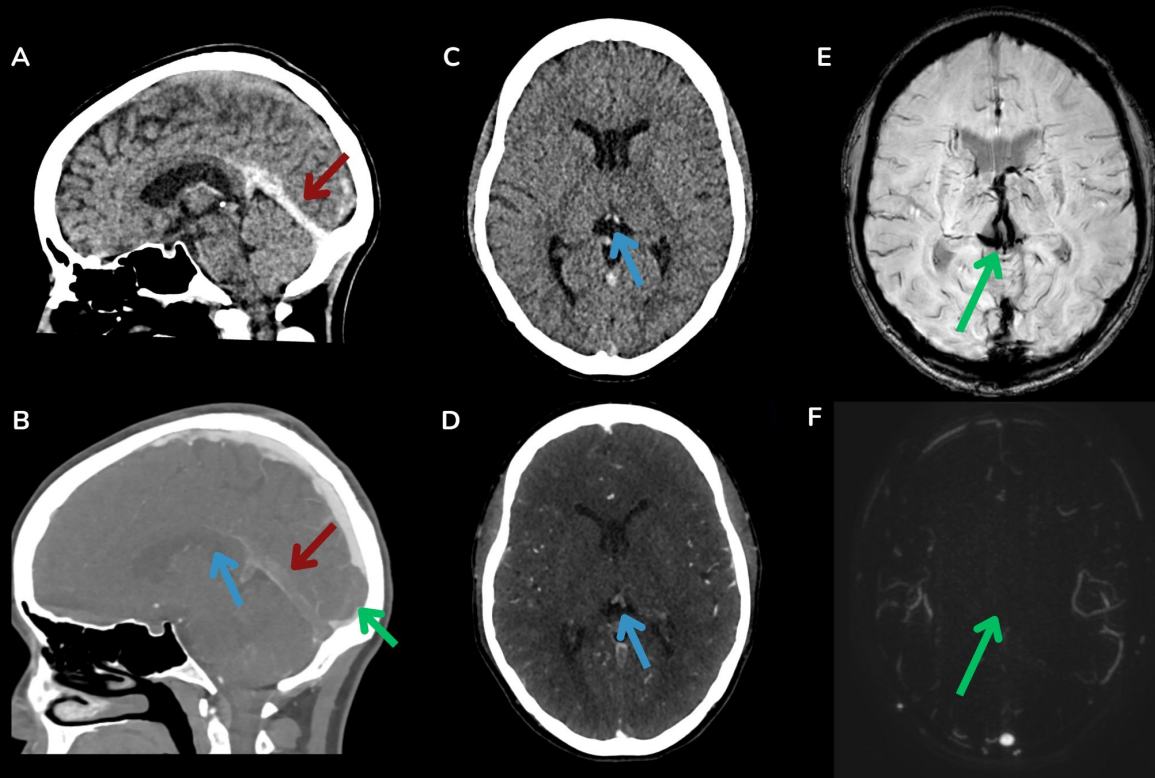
(A) TC craneal que muestra hiperdensidad del seno recto (flecha roja). (B) Venografía por TC que demuestra defectos de repleción en el seno recto (flecha roja), seno sagital superior (flecha verde) y venas cerebrales internas (flecha azul). (C) TC craneal que muestra hiperdensidad de las venas cerebrales internas (flecha azul) y (D) venografía por TC con trombosis parcial de las mismas (flecha azul). (E) RM con secuencia SWI que muestra dilatación de las venas medulares profundas periventriculares (flecha verde). (F) Angiografía venosa por RM sin contraste (*phase contrast*) que demuestra el defecto de repleción a nivel de las venas cerebrales profundas (flecha verde).
